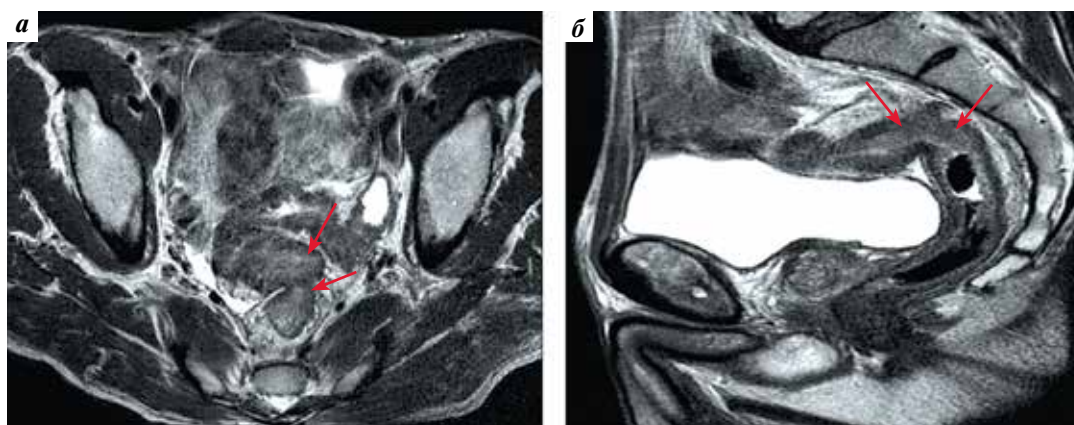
Магнитно-резонансная томография органов малого таза после проведенного неoadъювантного лечения. Стрелками отмечено образование прямой кишки
